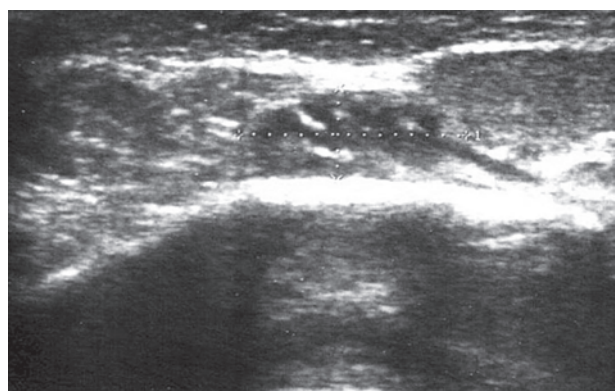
УЗИ левой околоушной слюнной железы
